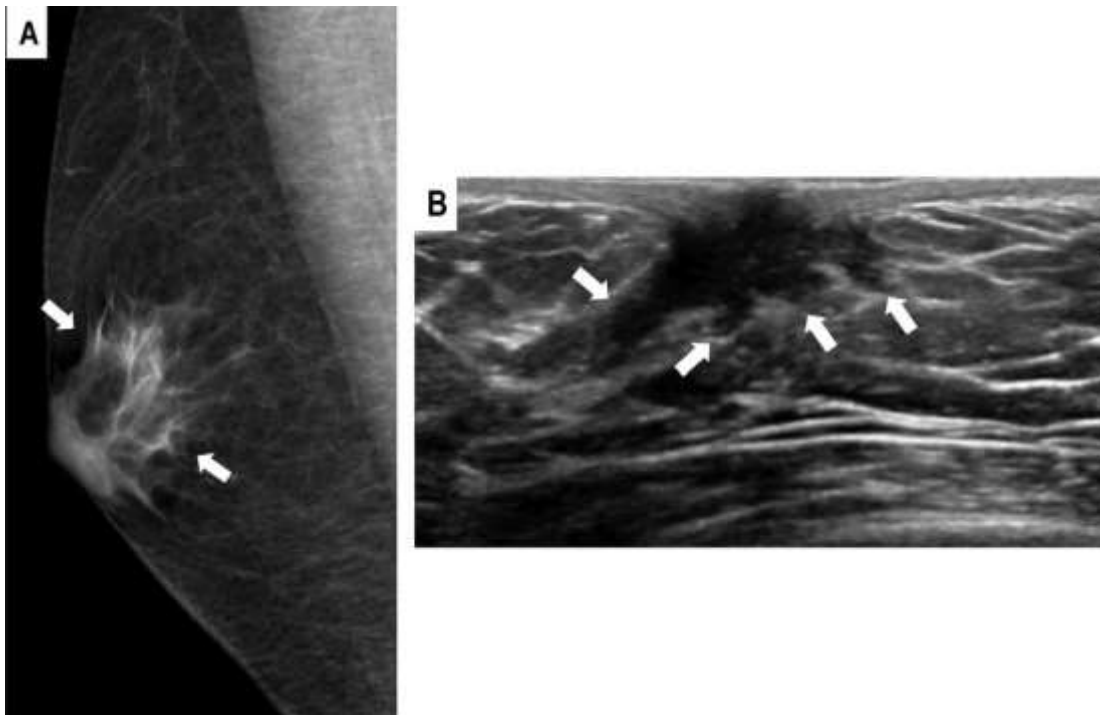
Mammogram with ultrasound at right breast คนไข้เพศชายอายุ 14 ปี คลำได้ก้อนที่เต้านม ผลตรวจรายงานว่าเป็น gynecomastia
